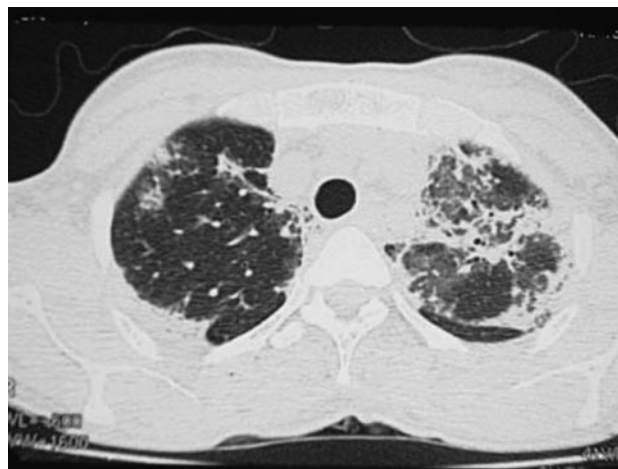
КТ грудної клітки хворого, яка демонструє двосторонній фіброз легень через 11 днів після вживання параквату (I.V. Gawarammana, N.A. Buckley, 2011) [8].
